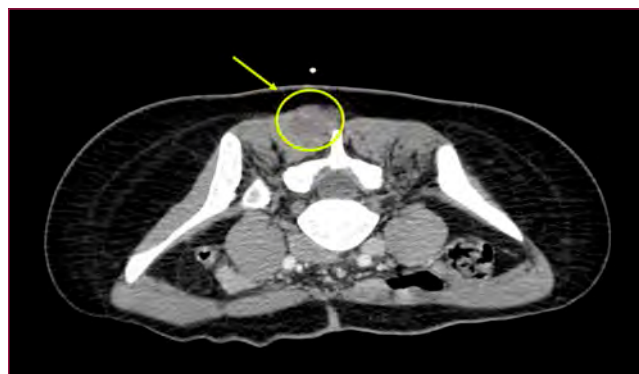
TC Lesió intramuscular hipodensa, de 38 mm.
